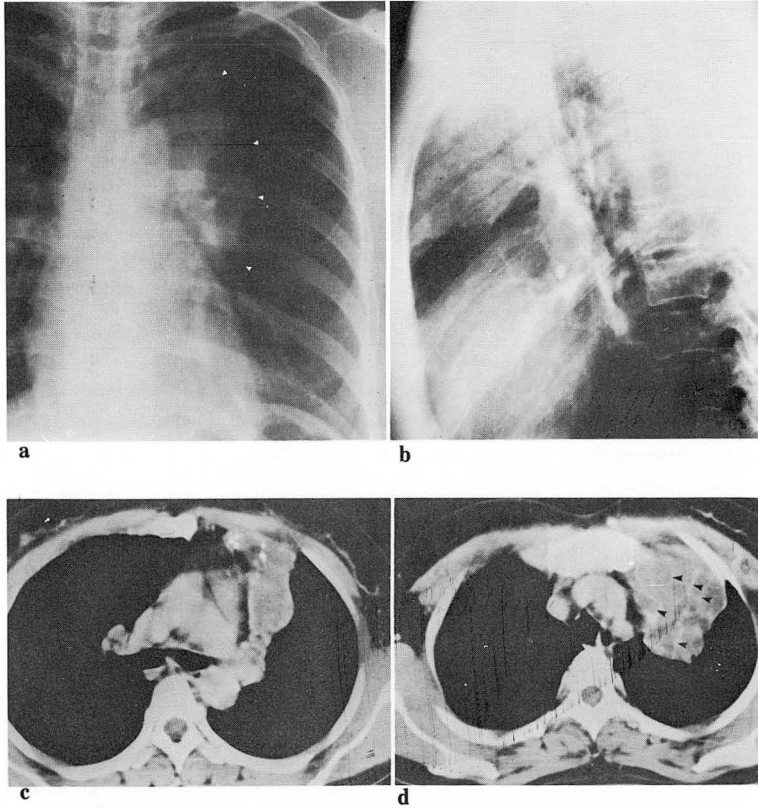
A 37-year-old woman. a & b, Chest PA & lateral view show collapse of the LUL. The visceral pleural border of the collapsed lobe is gently lobulated(white arrowheads). c & d, Chest CT shows the collapsed LUL, filled with multiple round shadows of low density and intervening enhanced parenchyma(black arrowheads). The lobulated outline of visceral pleura corresponds well with the individual dilated bronchi. Chalcific spots are seen on the anterior portion of the collapsed lobe(c). There is no recognizable cause of the bronchial obstruction site, the upper divisional bronchus of LUL.(c)
